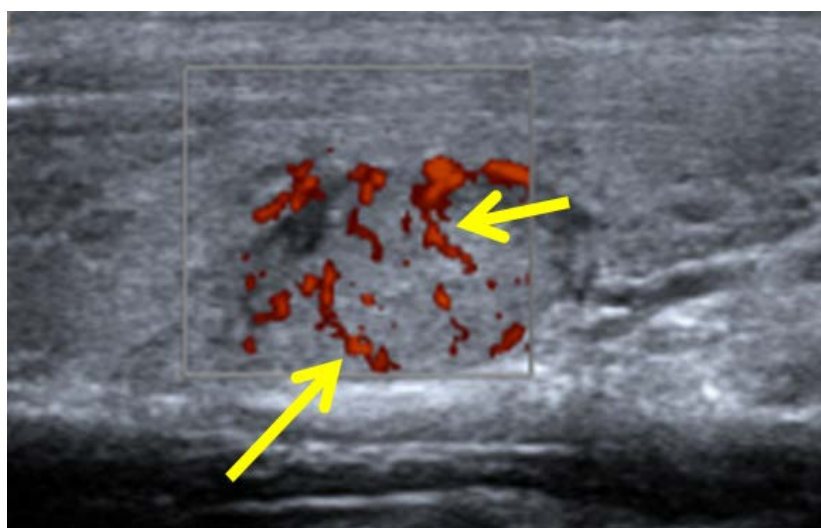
Estudio con Doppler energía. Nódulo en el que SÍ se detecta vascularización. Nódulo adenomatoide.
